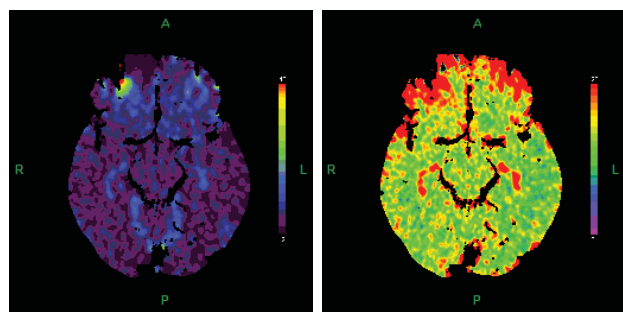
Пациент Н., 36 лет. А. ЭЭГ от 04.02.10 г.: выраженная непрерывно регистрирующаяся ЭА в виде билатерально синхронных разрядов острая волна и острая-медленная волна с преобладанием в лобно-височных областях. Б. КТ-перфузия в левой лобно-височно-теменной области – зона обширных рубцово-атрофических, кистозно-глиозных изменений. В. КТ-перфузия с участками гипо- и аперфузии в проекции выявленных изменений. Аналогичный по структуре участок в заднелобной области справа. Изменения сосудистой проницаемости не выявлено. В остальных отделах очагового изменения параметров перфузии и проницаемости не выявлено.
